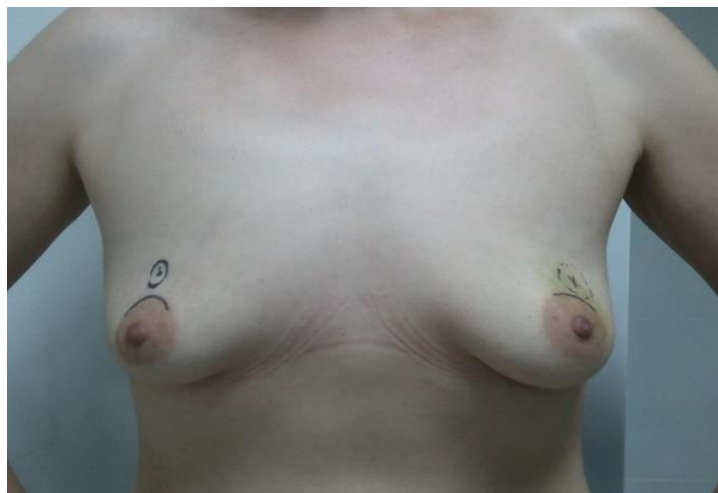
Пациентка С., 32 лет, у которой выполнена разметка локализации образований под УЗИ контролем.
